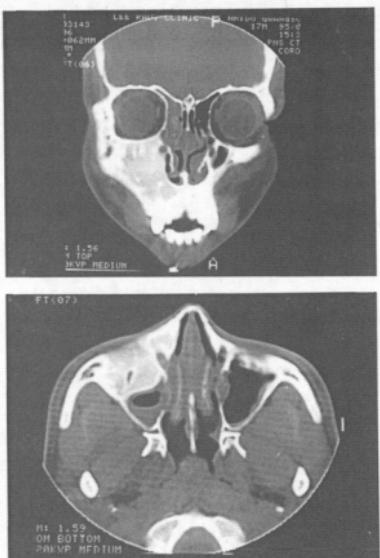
PNS CT scan reveal bony, mixed density of expansile lesion of right maxilla without destruction of lateral wall of right nasal cavity
